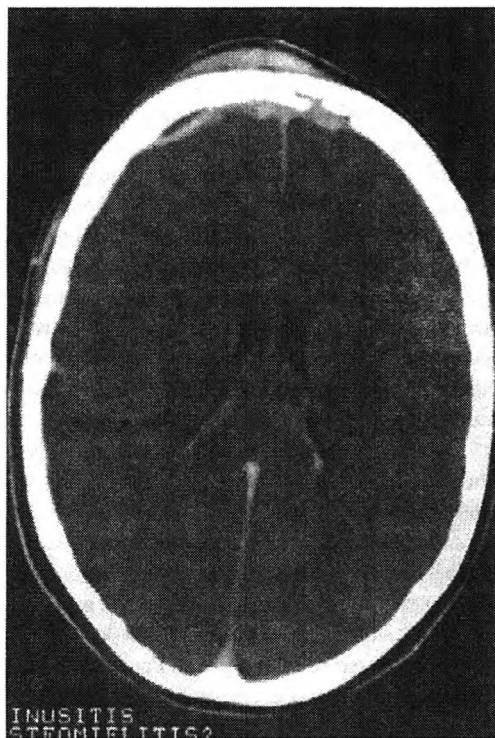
Imagen de TAC de pequeño absceso epidural y subgaleal secundario a osteomielitis frontal.
